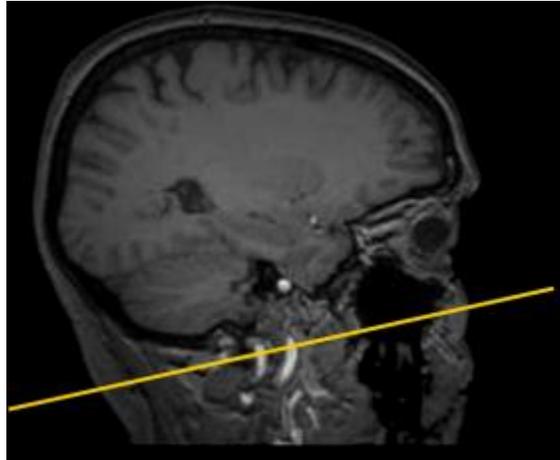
Imágenes producto de la aplicación de Resonancia Magnética Nuclear (RMN).
